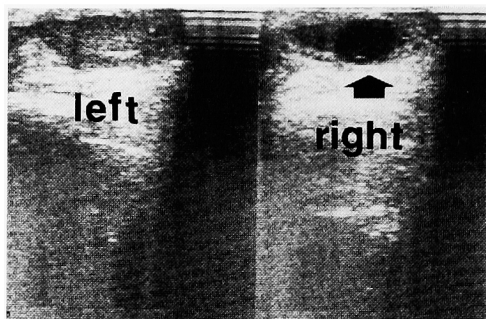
Ultrasonograph showing a cystic mass (black arrow) apart from the right testis
